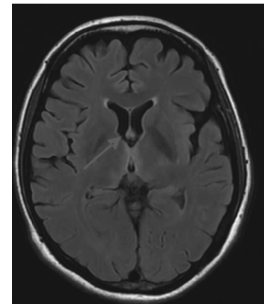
T2 FLAIR 双侧丘脑、下丘脑、第三脑室、中脑导水管周围脑实质异常信号
